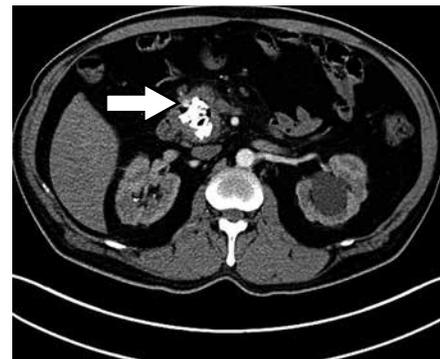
Error cometido durante la observación, categoría Aislamiento visual. TC de un paciente con pancreatitis crónica reagudizada, en la que la calcificación vista en la cabeza del páncreas impidió ver el pseudoaneurisma de la arteria gastroduodenal adyacente (flecha).
